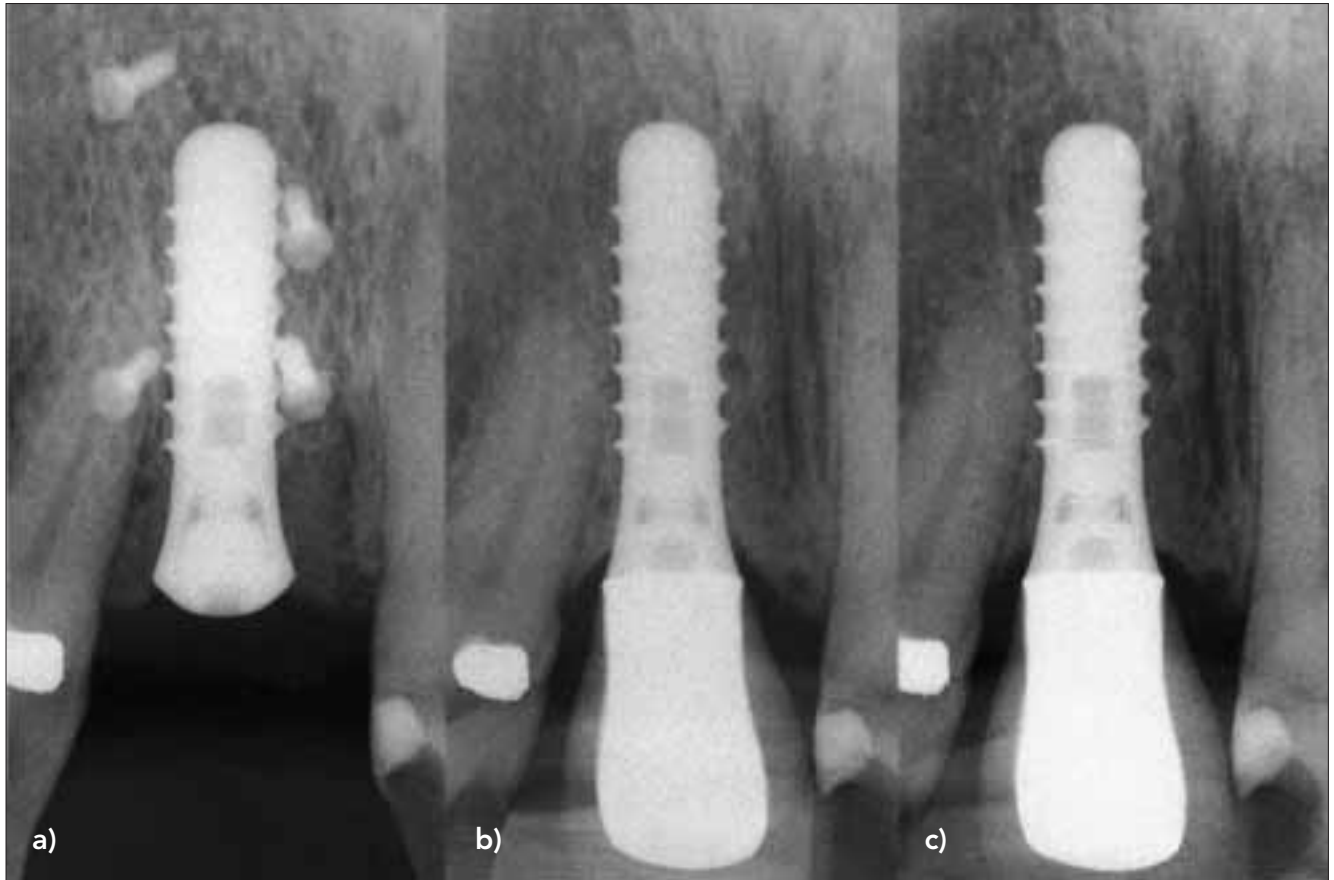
Röntgenbilder regio 11 (a) postoperativ, (b) 10 Monate und (c) 32 Monate nach der Implantatinsertion.
